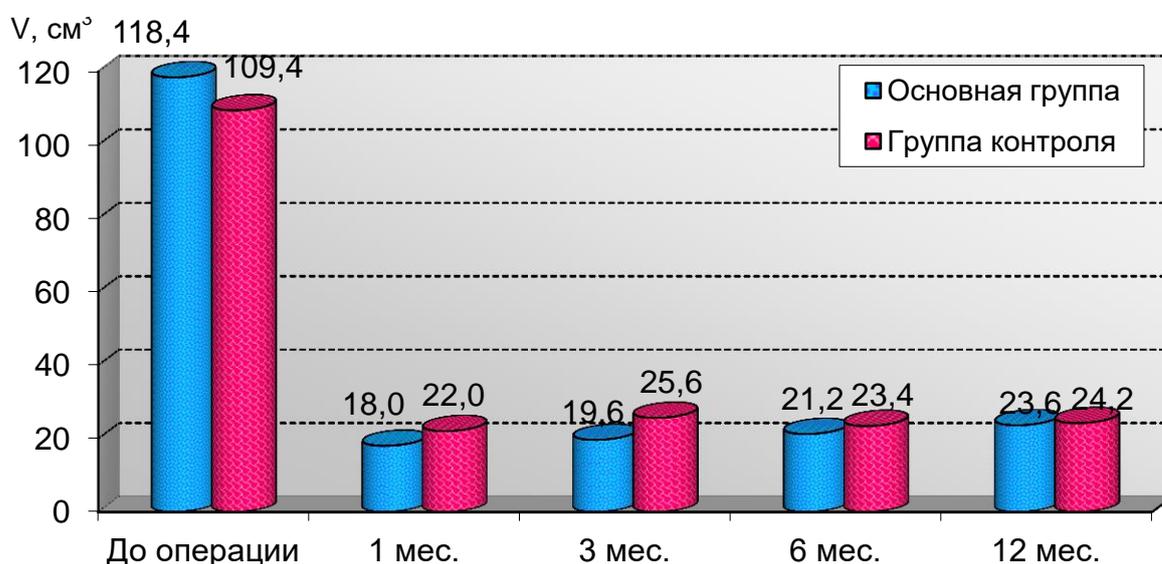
Динамика объема простаты по данным УЗИ в разные сроки после ТУЭБ простаты (средний объем в  $\text{см}^3$ )
